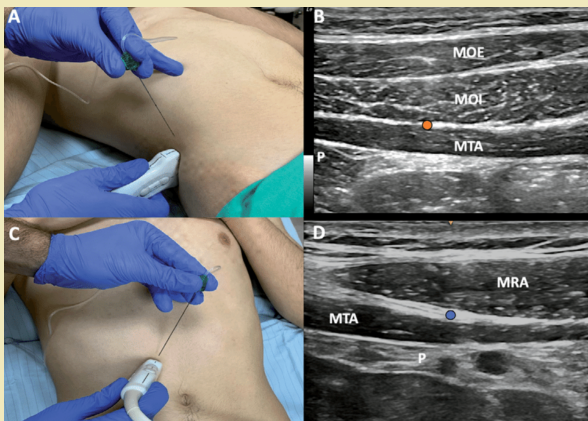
Bloqueos de la pared abdominal guiados por ecografía. (A y B) Bloqueo TAP lateral, con anestésico (punto naranja) entre el Músculo Oblicuo Interno (MOI) y el Transverso del Abdomen (MTA). (C y D) Bloqueo de la Vaina de los Rectos (RSB), con anestésico (punto azul) en la vaina posterior del Músculo Recto Abdominal (MRA).
